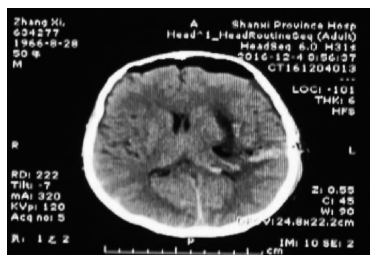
患者,男,50 岁,术后第二天复查 CT。
